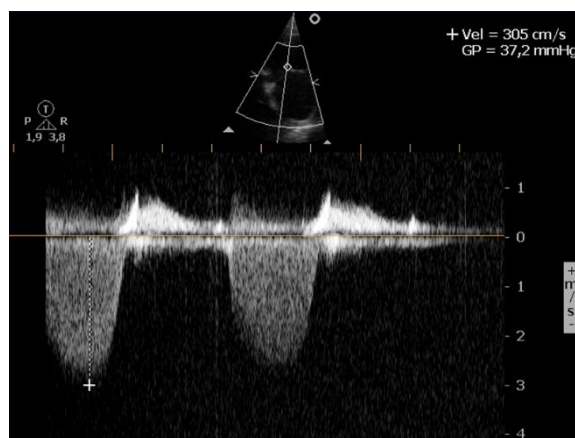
Ecocardiograma Doppler – Insuficiência tricúspide.
